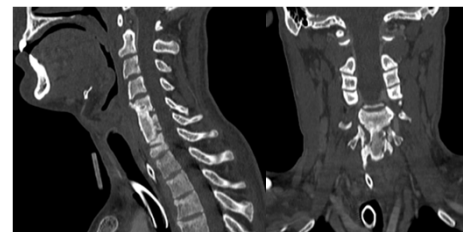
TC cervical 2.5 meses post IQ: fusión cervical
